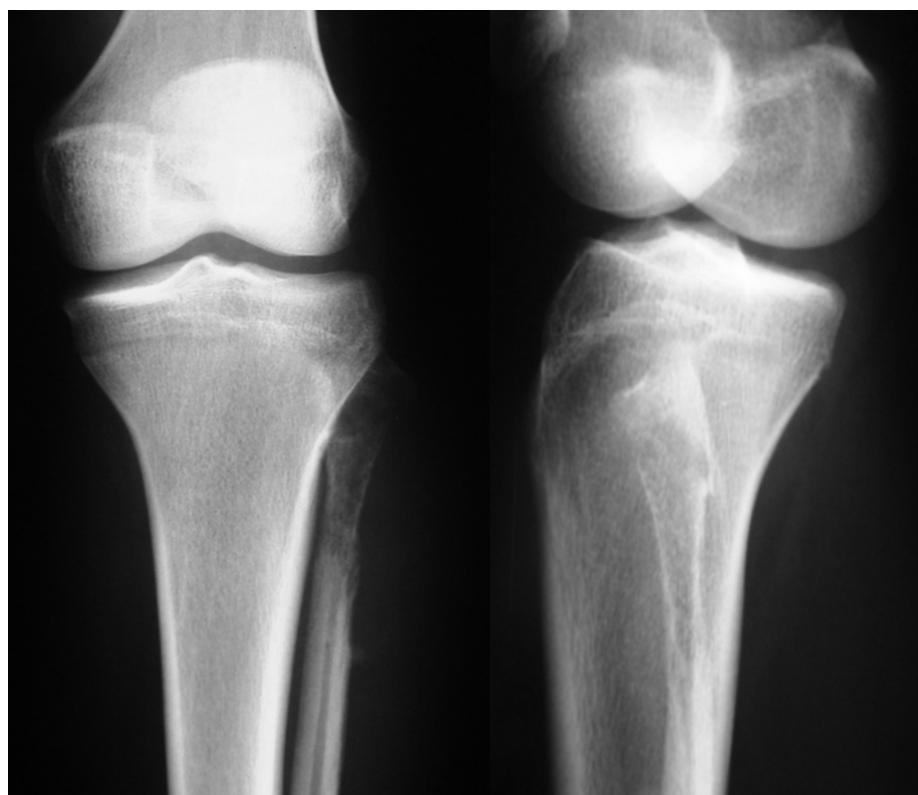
Radiographie de l'extrémité supérieure de la jambe en incidence de face et de profil montrant une ostéolyse verrouillée épiphysio-métaphysio-diaphysaire de l'extrémité fibulaire supérieure. Cette ostéolyse est associée à une réaction périostée plurilamellaire interrompue (en éperon de Codman) avec densification des parties molles sans calcifications
